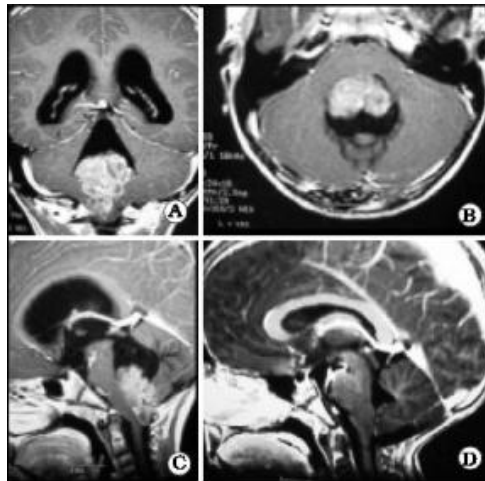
IRM de ependimoma del piso del IV ventrículo. A) Corte coronal, B) Corte axial que muestra adherencia al piso del IV ventrículo, C) Corte sagital que muestra el tumor a través del orificio de Magendi, D) Control postoperatorio que muestra resección subtotal (Zuccaro, 2008).
